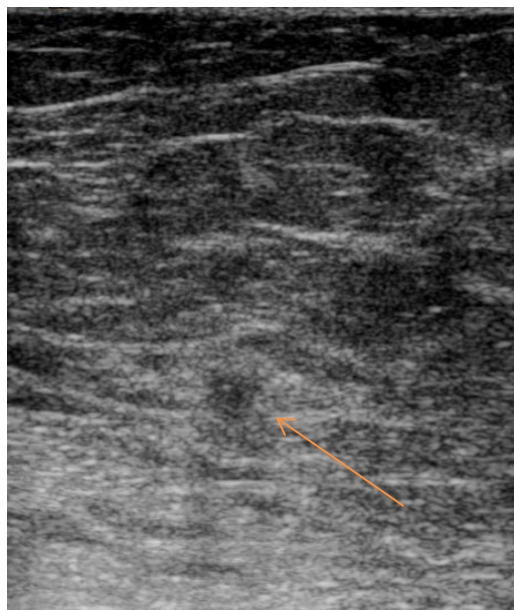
УЗИ левой молочной железы в В-режиме, образование указано стрелкой
